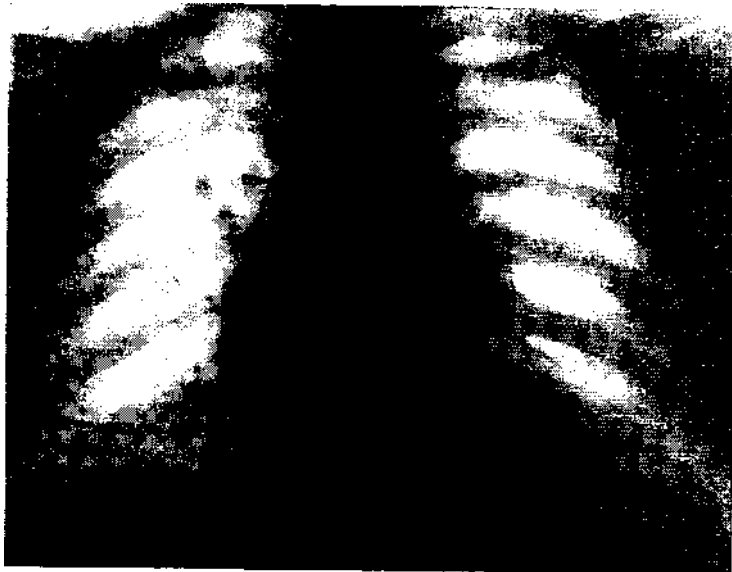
Рентгенограмма больной Н.
